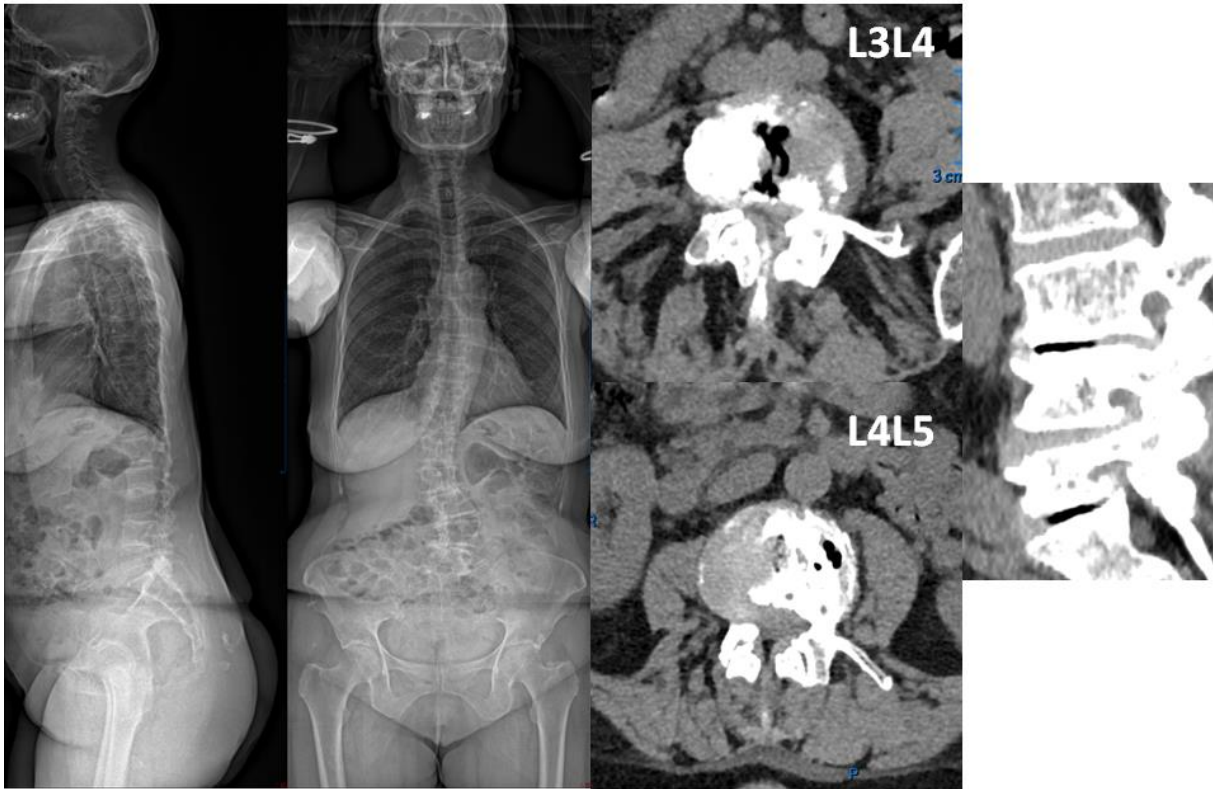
coronal and sagittal fullspine x-rays of a 71 years old ASD patient (Cobb of 27°) with L3L4 and L4L5 stenosis.
